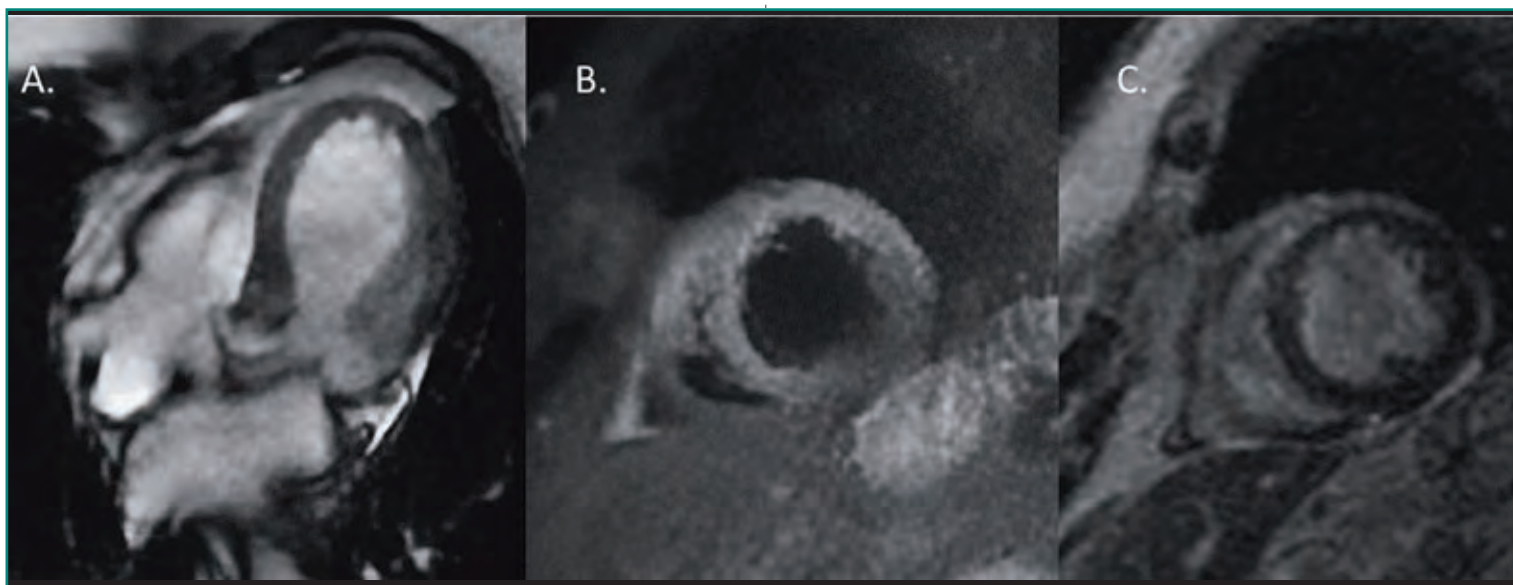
Estudio de RM de una paciente con miocardiopatía de tako-tsubo. A: secuencia cine 4 cámaras donde se observa abalonomiento apical; B: secuencia sangre negra donde se aprecia edema miocárdico ("brilla") y C: en la secuencia de realce tardío todo el miocardio es negro, no hay realce, lo que ayuda al diagnóstico con el infarto de miocardio, que sí que realzaría.
